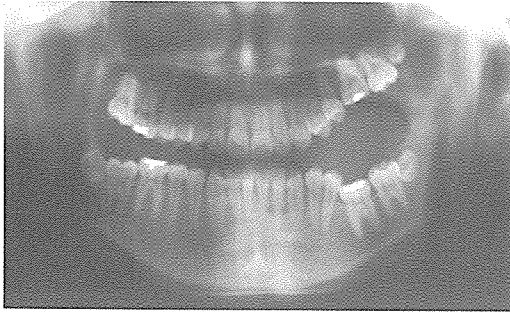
치료종료 4년 후 재 내원 시의 방사선사진. 좌, 우 구치부에서 비슷한 정도의 개방교합을 보이고 있다.
